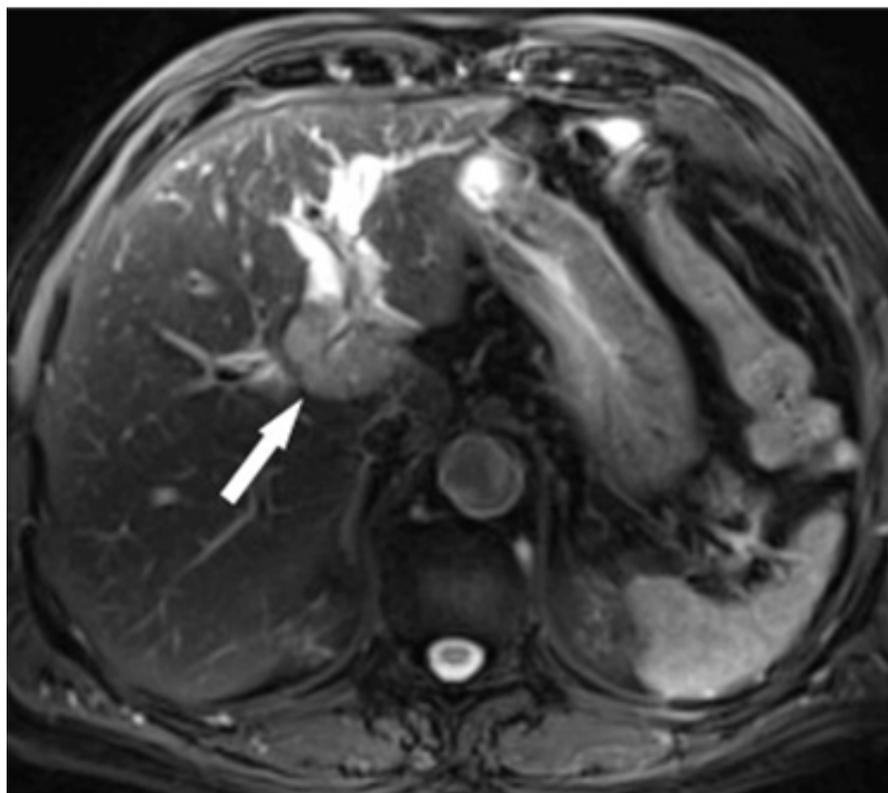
Immagine di colangiocarcinoma intra-epatico alla RMN
